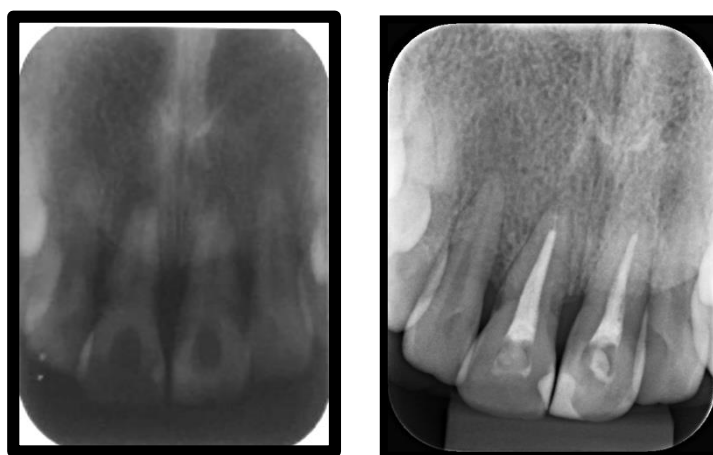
Radiografia inicial em 02.05.2019 e radiografia de acompanhamento realizada em 05.08.2020.
